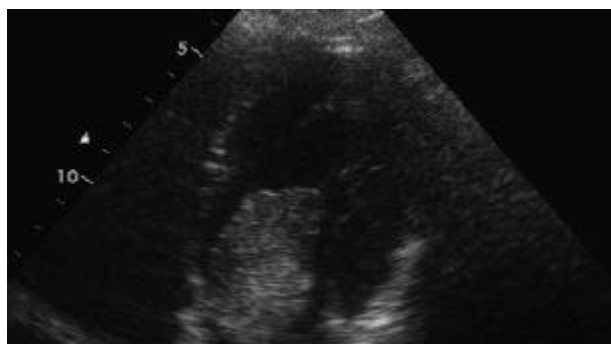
Mixoma y efecto paraneoplásico. Proteinuria y hematuria. Ecocardiograma 2D: Mixoma atrial derecho con hematuria y proteinuria, causadas por altos niveles de IL-6 y autoanticuerpos anticélulas endoteliales, que remitieron tras la resección tumoral. Extraído de Nephrology, Dialysis and Transplantation. 2011;4:124-125
